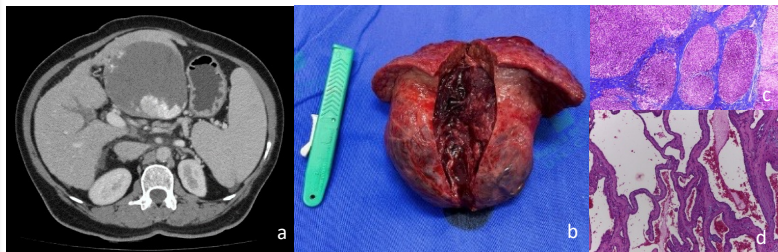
Hemangioma gigante em paciente cirrótica: (a) corte axial de tomografia computadorizada em fase portal; (b) produto de hepatectomia parcial atípica; (c) parênquima cirrótico não tumoral (tricômio de Masson); (d) hemangioma cavernosomatoso (HE).
